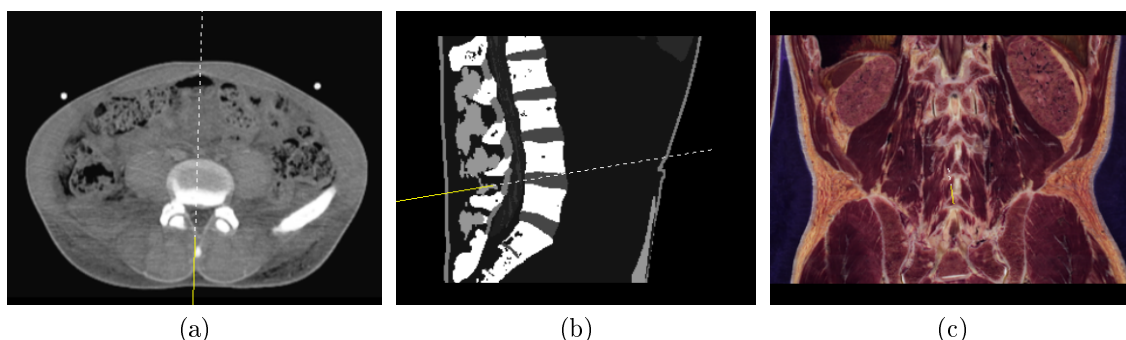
Orthogonale Ansichten mit eingeblendeter Nadelposition und -ausrichtung. a) CT-Daten in transversaler Ansicht, b) Labeldaten in sagittaler Ansicht und c) RGB-Cryotom Daten in frontaler Ansicht.
